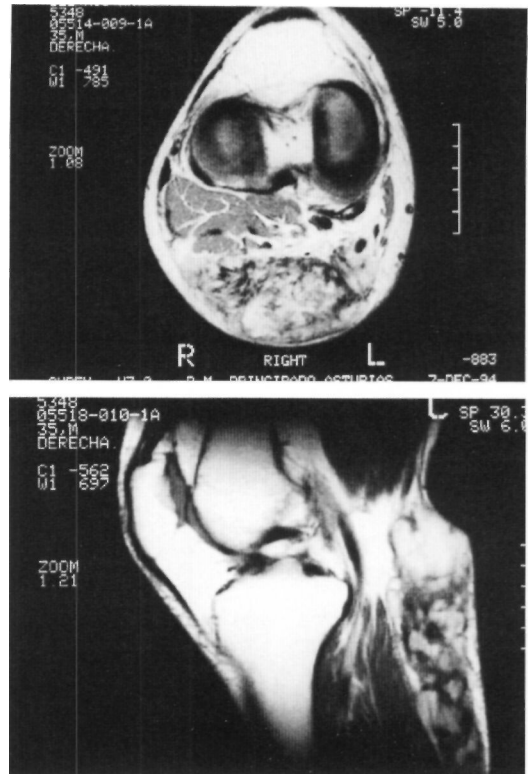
Cortes axial y sagital de Resonancia Magnética; estudio potenciado en T-1 previa administración de Gadolinio en el cual se aprecia la extensión del tumor justo por detrás de los músculos gemelos.
